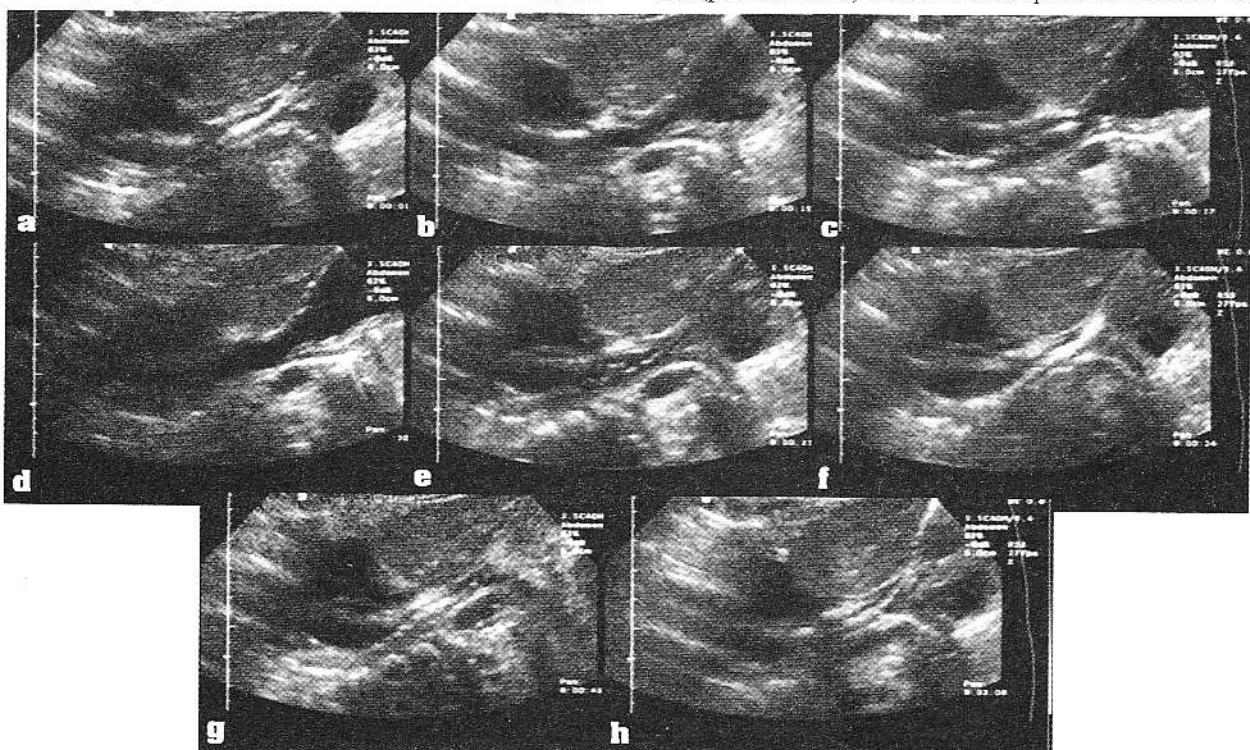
Evidențierea ecografică a unui episod de reflux gastroesofagian. În prima etapă se produce deschiderea sfincterului esofagian inferior (a,b), apoi refluarea conținutului gastric în esofagul distal (c,d,e), în final reîntoarcerea acestuia în stomac și închiderea sfincterului esofagian inferior (f,g,h).
